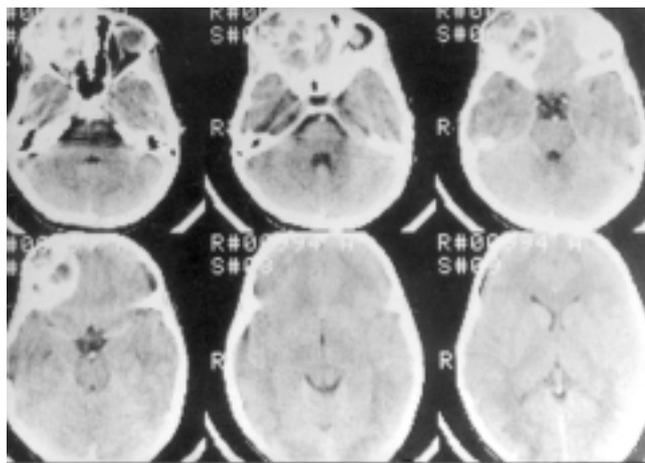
КТ-грамма той же б-ой до операции — определяется поражение костей свода и основания черепа: лобной, крыши орбиты, крыла клиновидной и решетчатой костей, костей носа.
